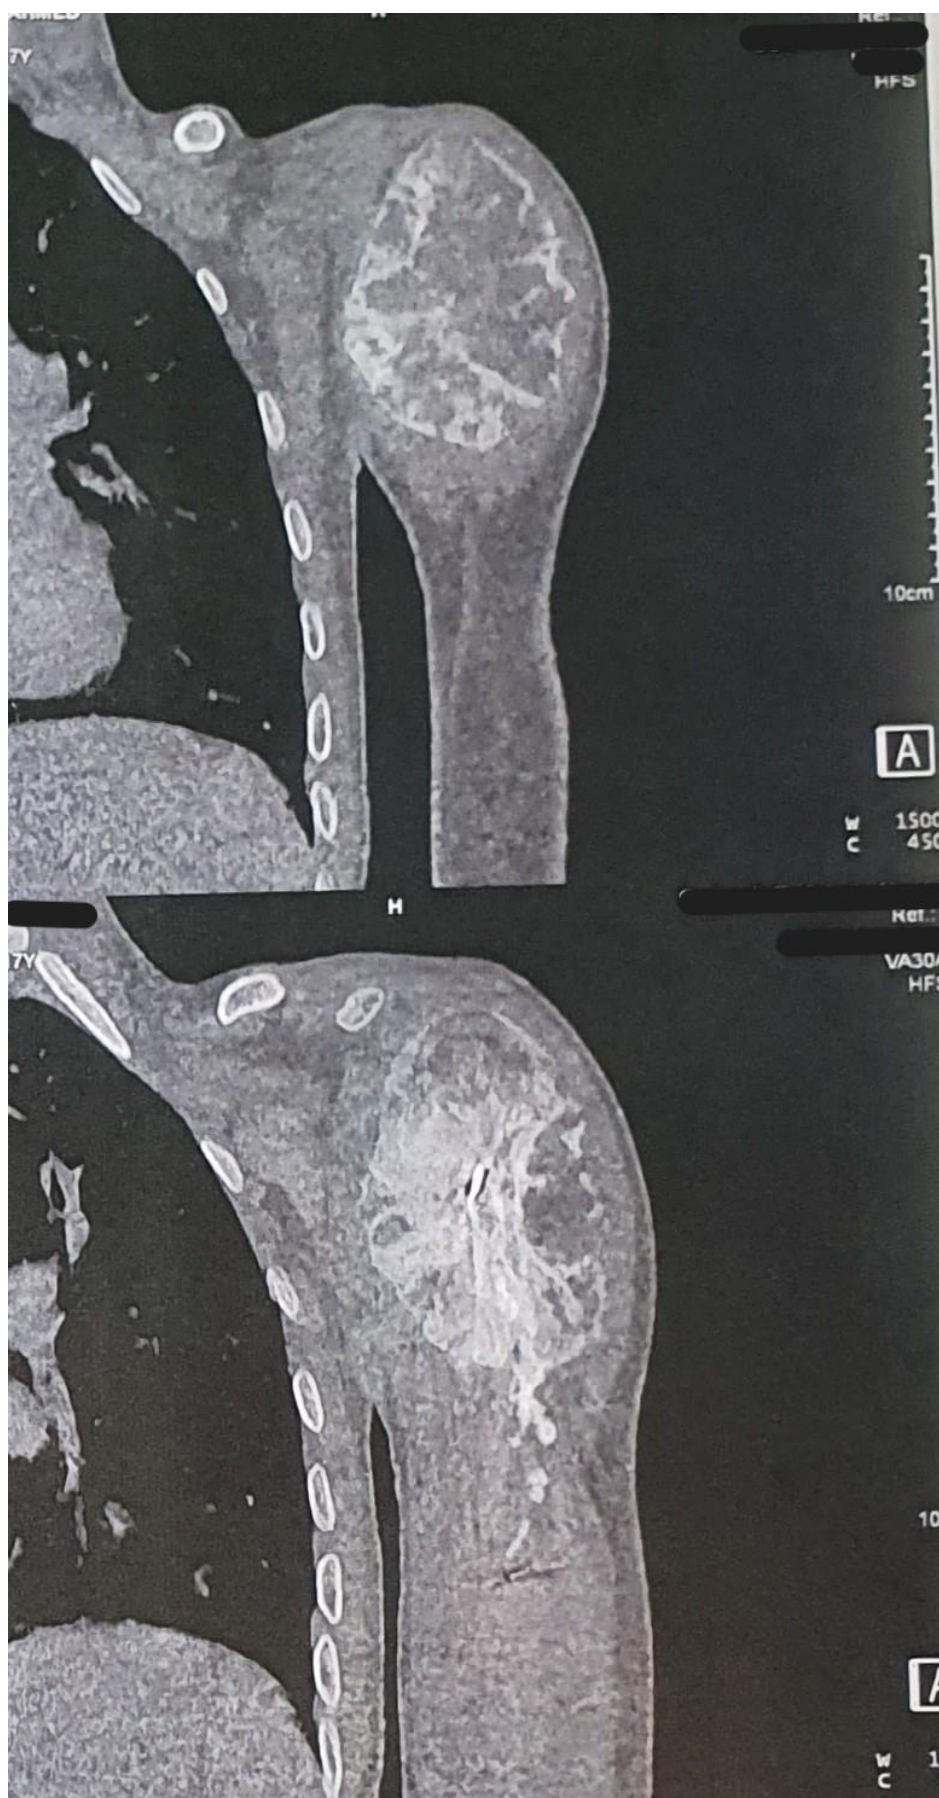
TDM de l'épaule montrant un ostéosarcome de l'EP de l'humérus.
